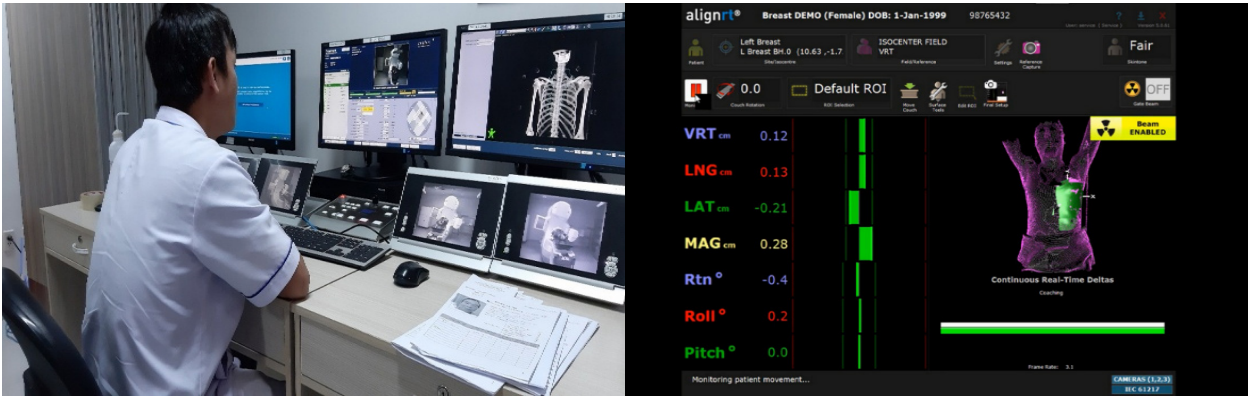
Khớp hình ảnh thực tế của CBCT và CTDIBH, appy vị trí bàn xạ
